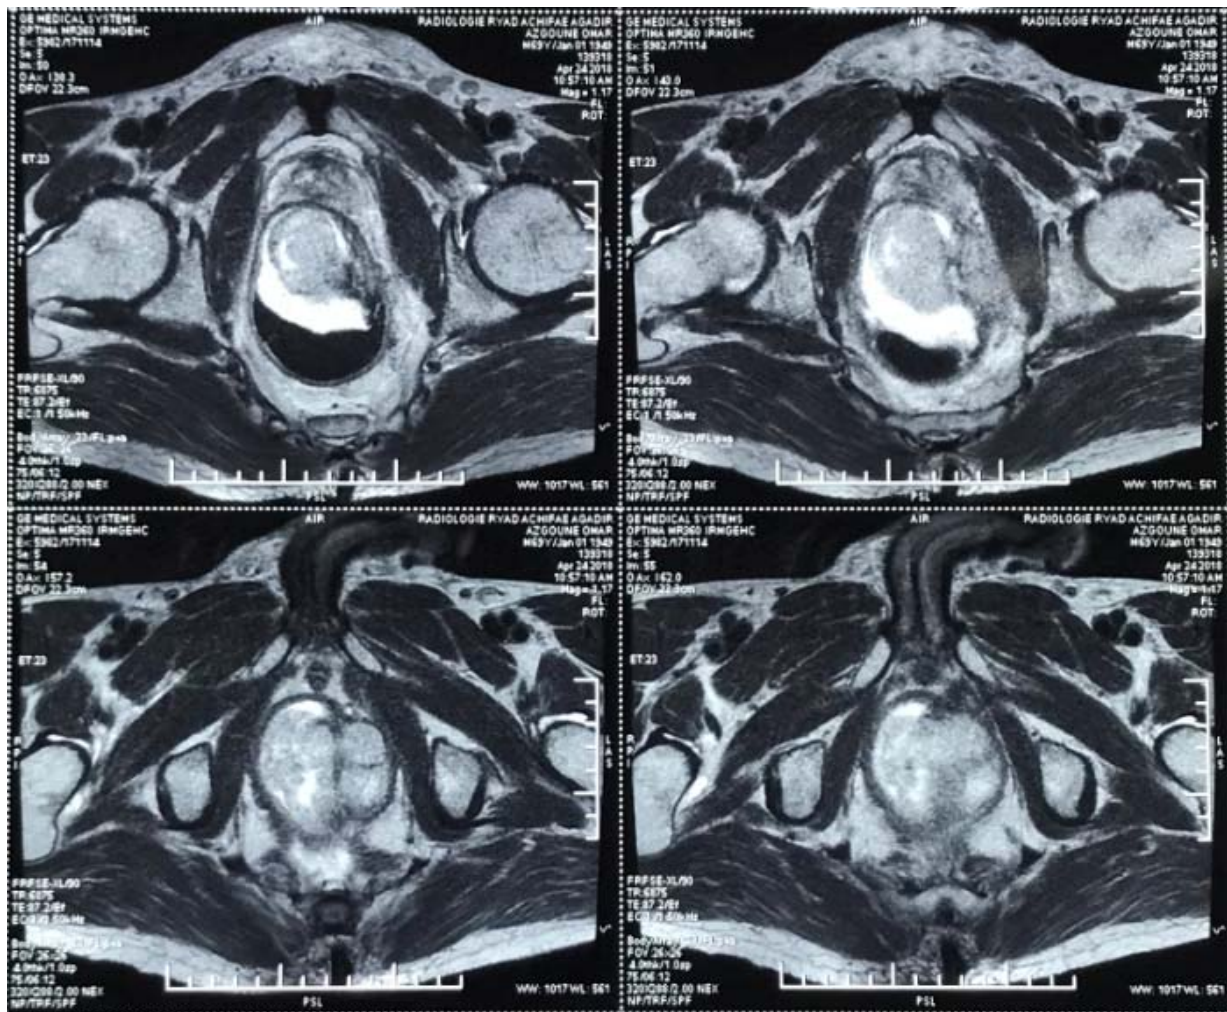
IRM pelvienne montrant un GIST rectal
